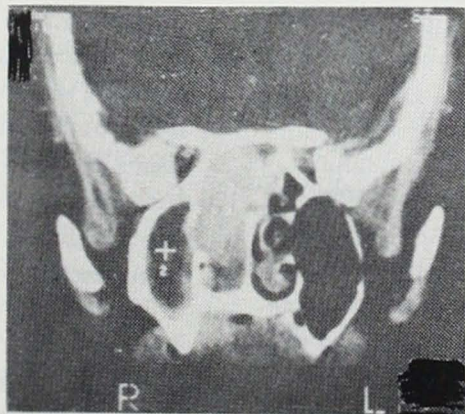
Tomografía computada, corte coronal: en la cual observamos la gran masa vascularizada que ocupa prácticamente todo el etmoides y tercio posterior de la cavidad nasal.
